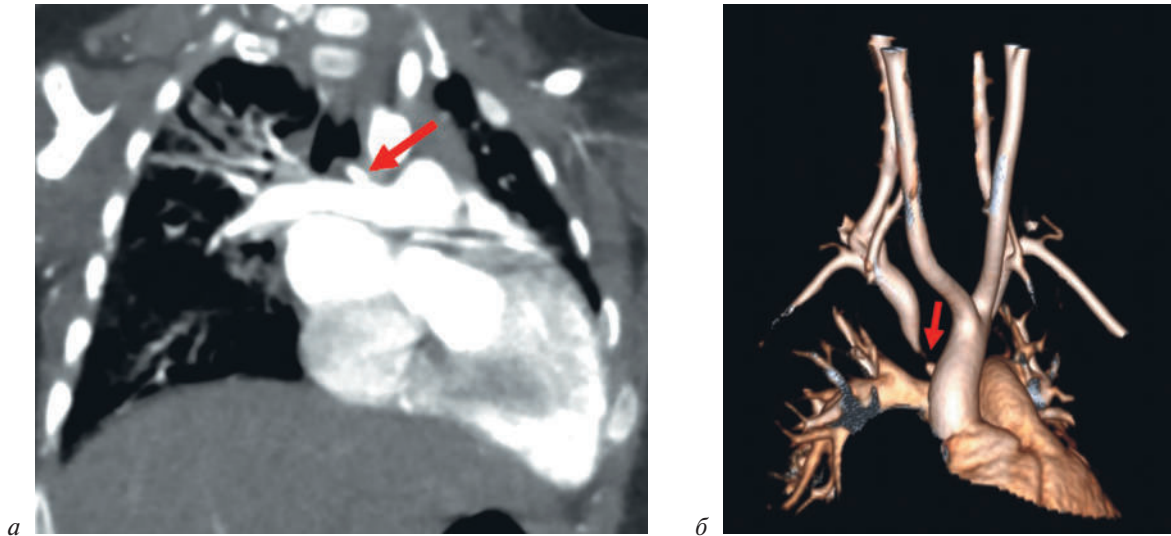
Результаты МСКТ:
